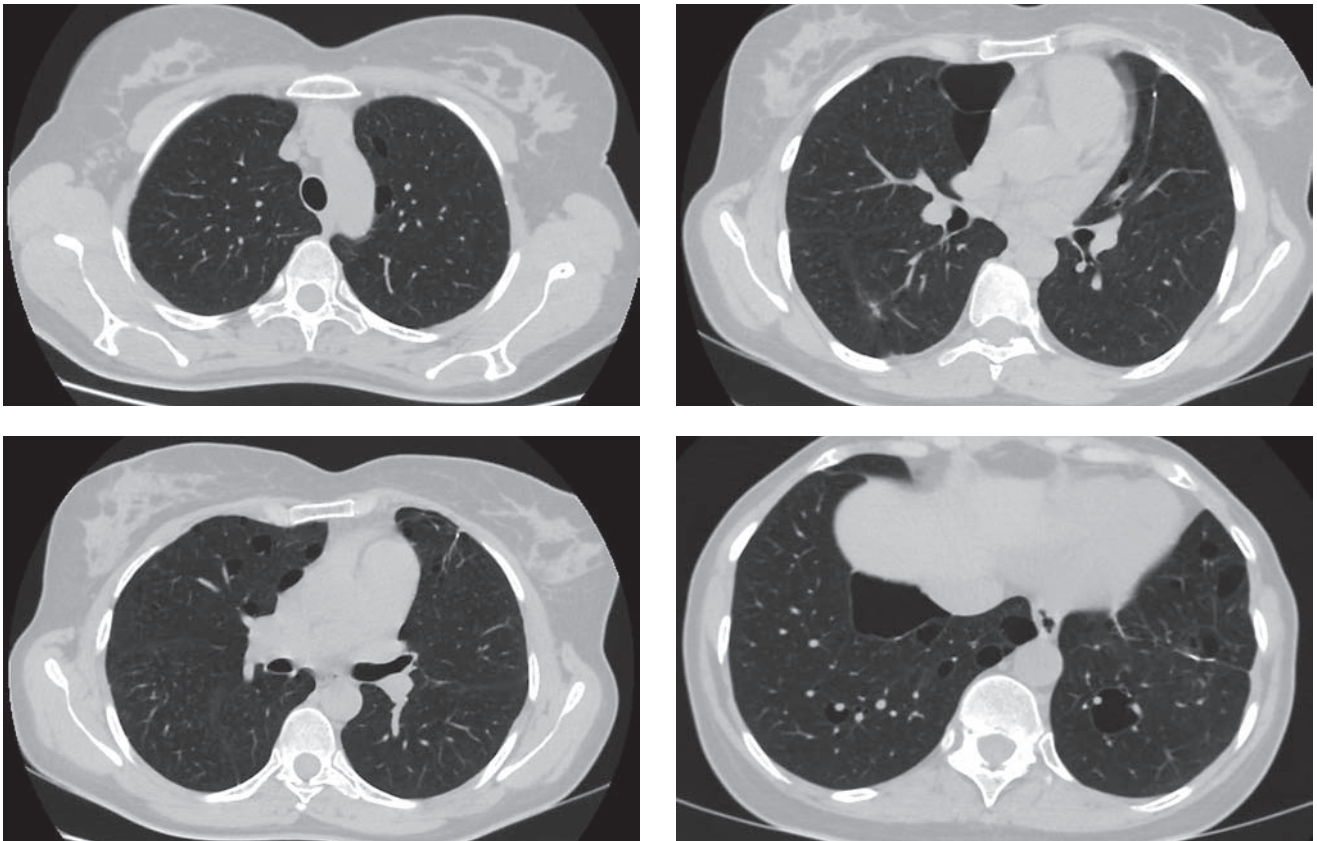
Клиническое наблюдение № 2. Компьютерная томограмма высокого разрешения легких пациентки Ф. (2022)
